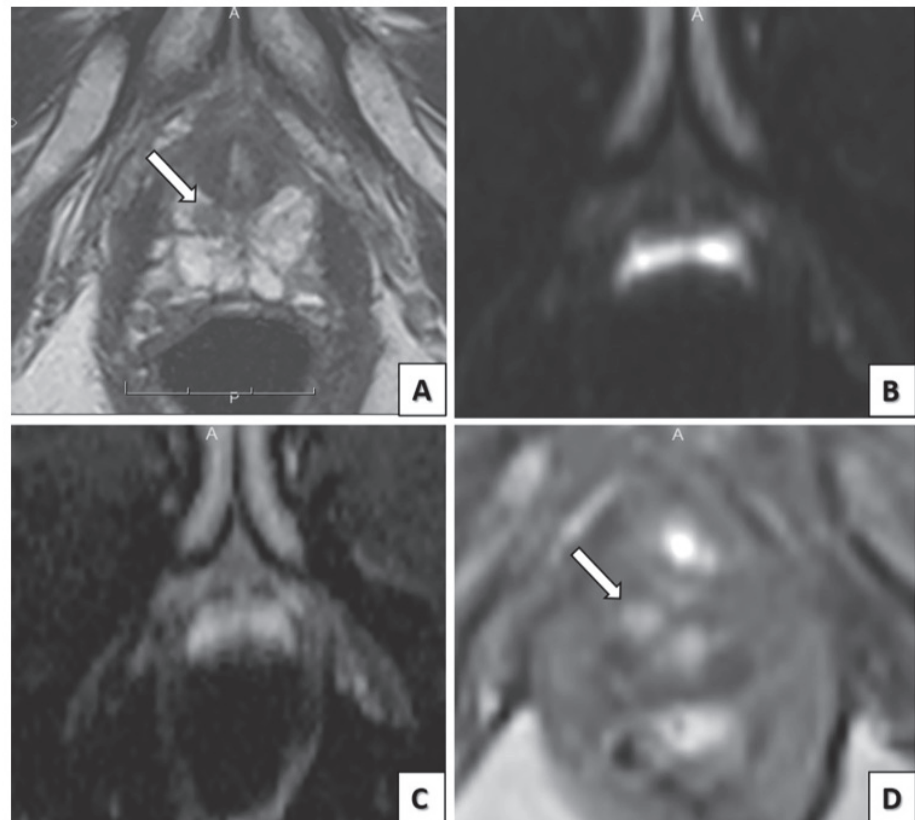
PIRADS 4 lesion after DCE assessment. 80-year-old man with elevated PSA undergoing mpMRI. a Axial T2-WI shows an area of moderately decreased T2 signal within the right peripheral zone (arrow). b DWI ($b1400 \text{ s/mm}^2$) and c the corresponding ADC map demonstrates iso-/mild hyperintensity and focal mild decreased signal, respectively, in that area, classifying it as a PIRADS 3 lesion. d Early DCE image shows focal and early contrast enhancement of the area (arrow), and therefore the lesion is classified as PIRADS 4
